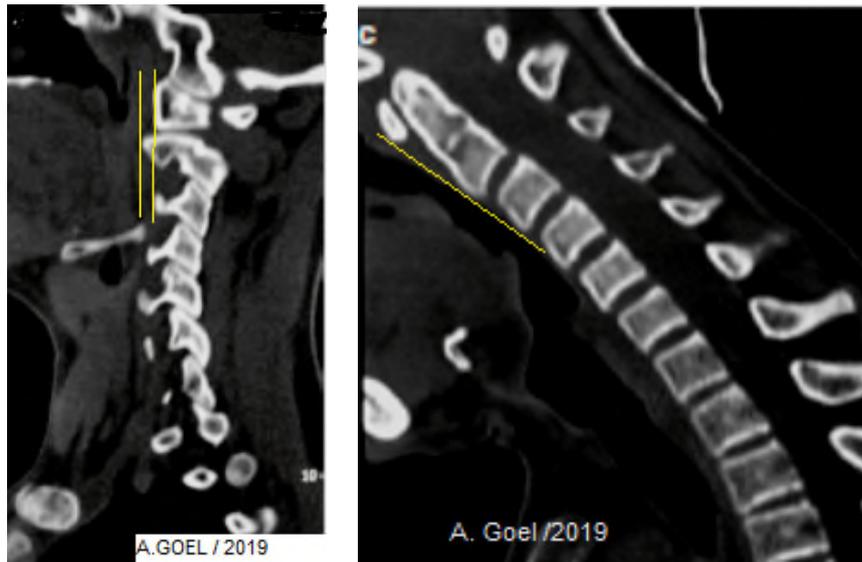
TDM dynamique montrant l'instabilité C1C2 et le caractère réductible
